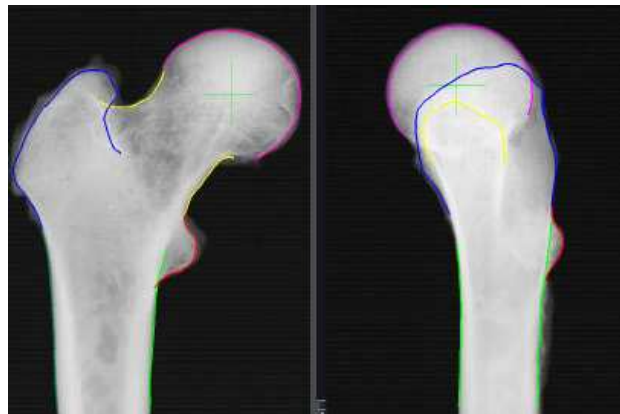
Contours et point stéréo-correspondant identifiés sur les radiographies Face et Profil [Le Bras et coll. 2004]
